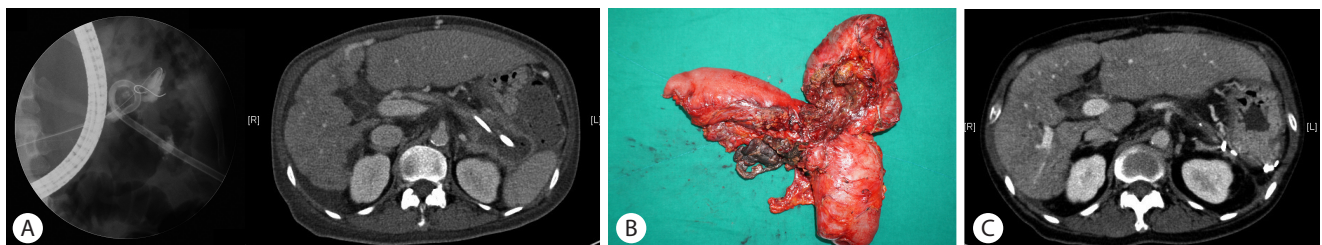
Disconnected pancreatic duct syndrome. (A) Preoperative CT and ERCP, (B) operative finding, (C) follow up CT after 6 months later. CT, computed tomography; ERCP, endoscopic retrograde cholangiopancreatography.
